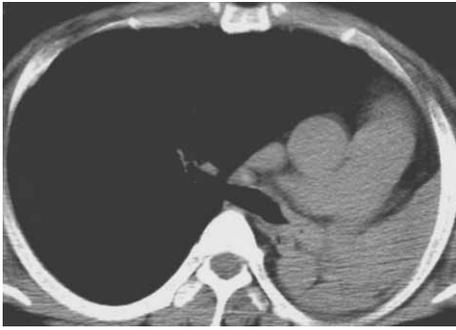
Chest CT in Dec. 2003 showing complete atelectasis of the left lung, but without swelling of bilateral hilar lymph node.
